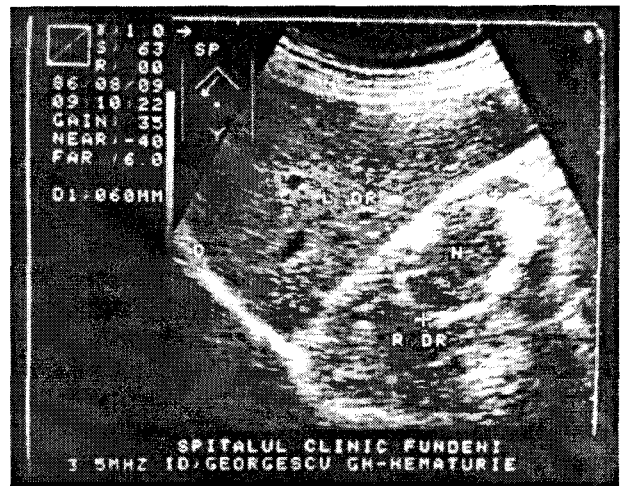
Ecografie renală dreaptă: nodul solid, tumoral, cu diametrul de 60 mm, situat în polul superior al rinichiului.
